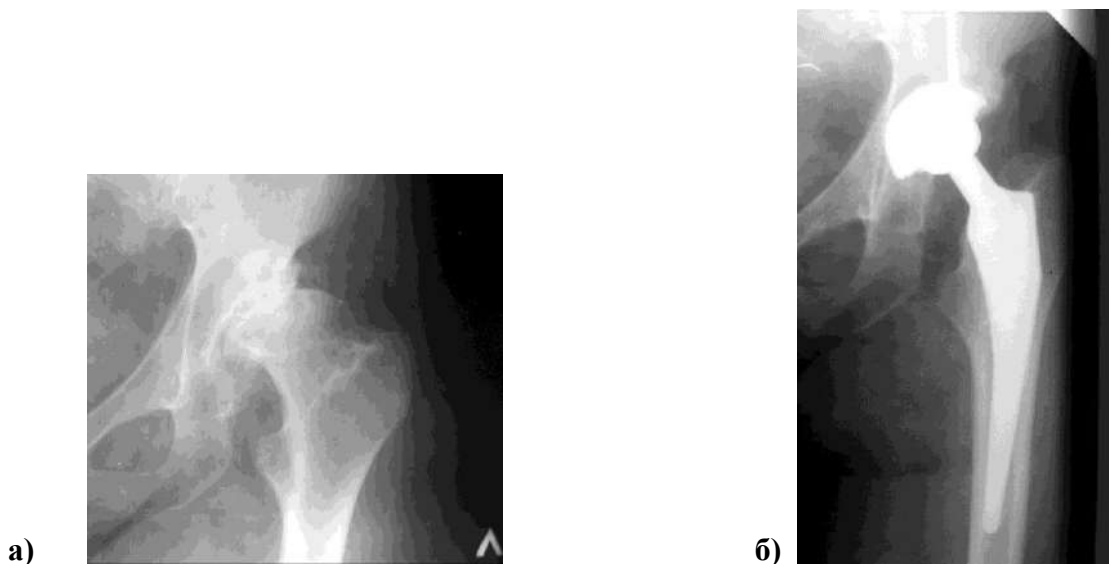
Рентгенограммы больной Ж., 42 лет, д-з: диспластический левосторонний коксартроз а) при поступлении; б) после операции.
